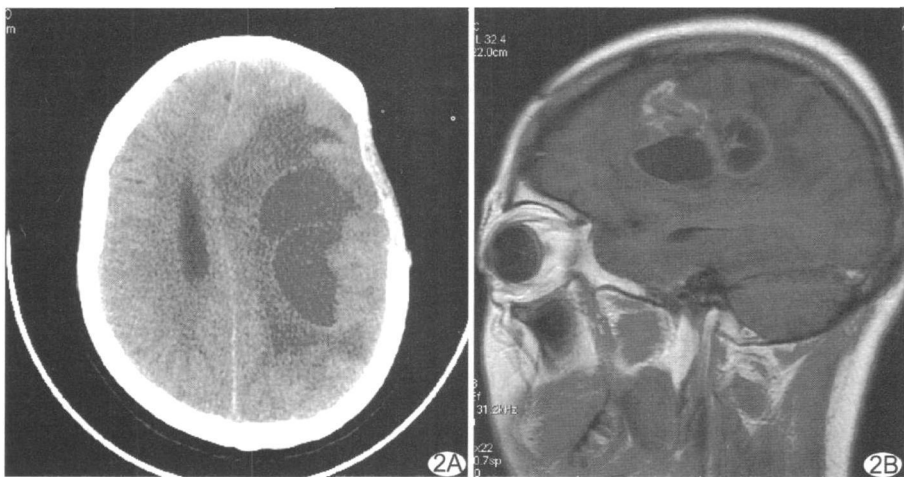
患者女,30 岁,左额顶叶星形细胞瘤术后 6 年 A. CT 平扫表现为囊实性病灶,周围水肿明显,中线结构右移; B. MR 矢状位 T1WI 增强实性部分较明显强化,囊壁环状强化,周围见水肿信号及占位效应
